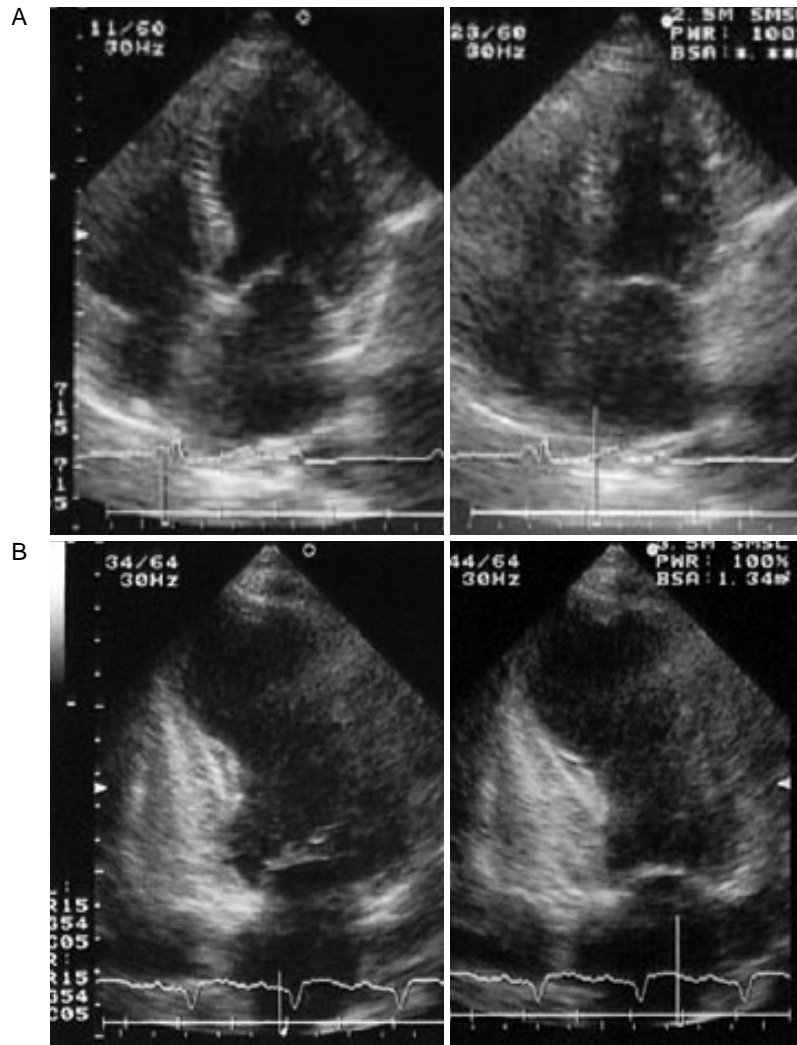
Transthoracic echocardiograms
